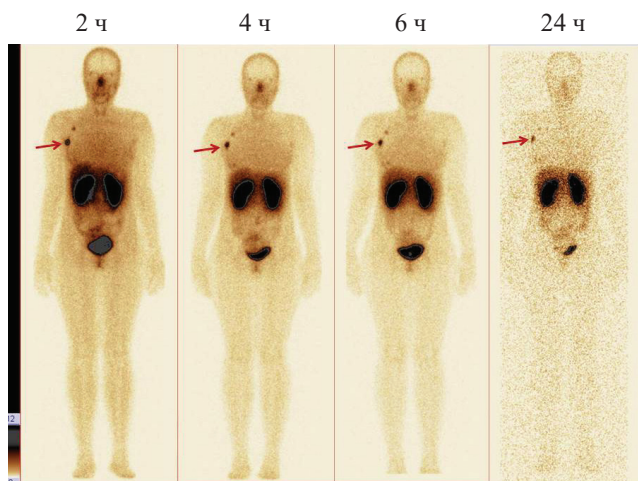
Передние проекции планарной сцинтиграфии больной РМЖ с положительной экспрессией HER2/neu через 2, 4, 6 и 24 ч после инъекции 500 мкг препарата «^{99m}Tc-ADAPT6» (стрелками указана опухоль правой молочной железы)
